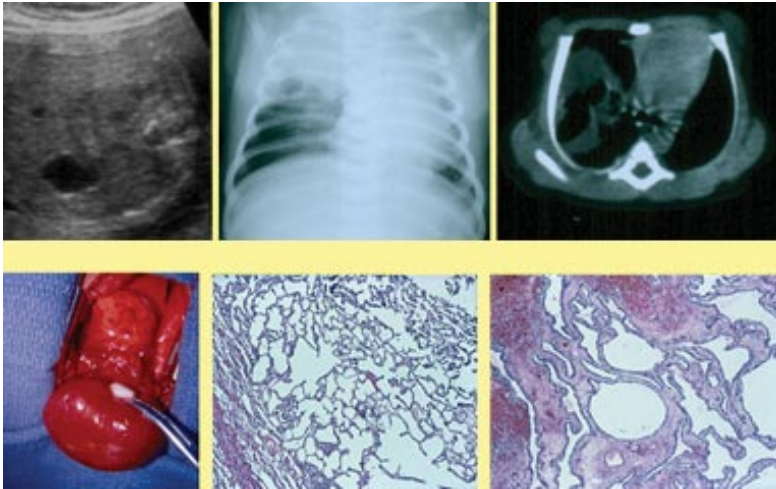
Malformación adenomatoide. Vista prenatal, Rx al nacer, con tomografía. Resección quirúrgica y estudios histológicos.
